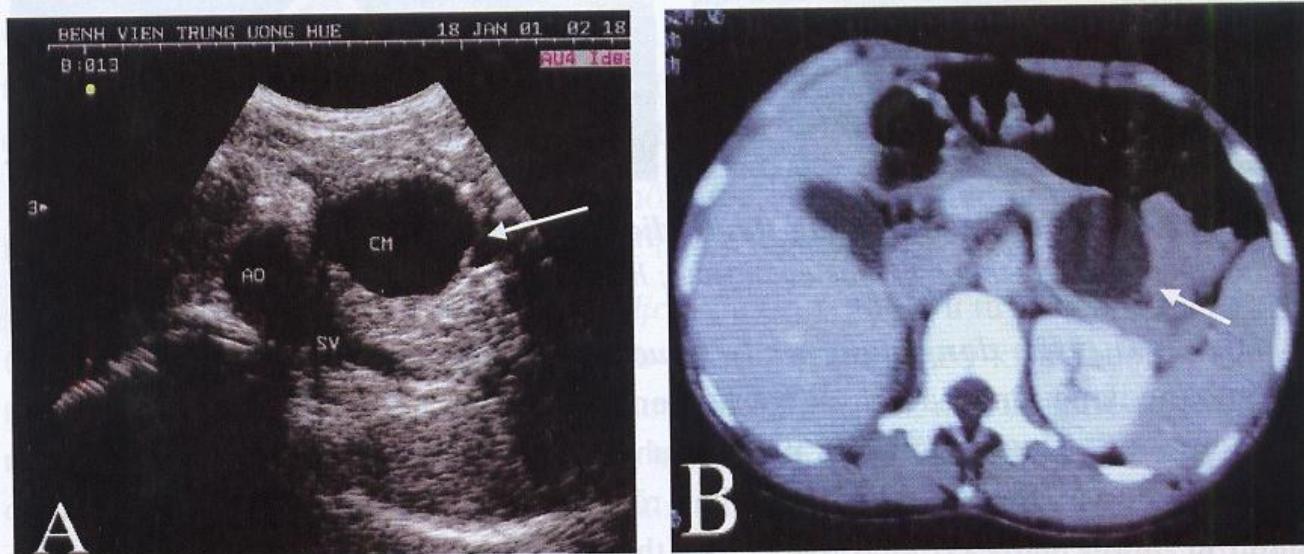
U tuyến dạng nang-thanh dịch; hình A- mặt cắt qua thân tụy cho thấy khói (mũi tên) hợp thành từ nhiều nang nhỏ; hình B-hình CT của cùng bệnh nhân.
